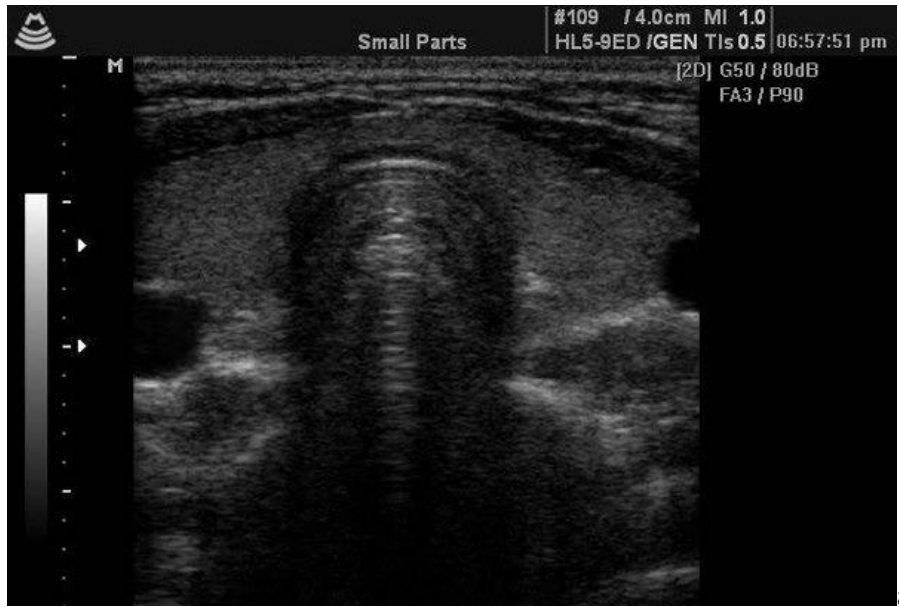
УЗД картини різних захворювань щитоподібної залози: а- нормальна будова щитоподібної залози; б- хронічний тиреоїдит, в- кіста щитоподібної залози; г - вузол щитоподібної залози (sonographic atlas of ultrasound images (for doctors) 2017).).
